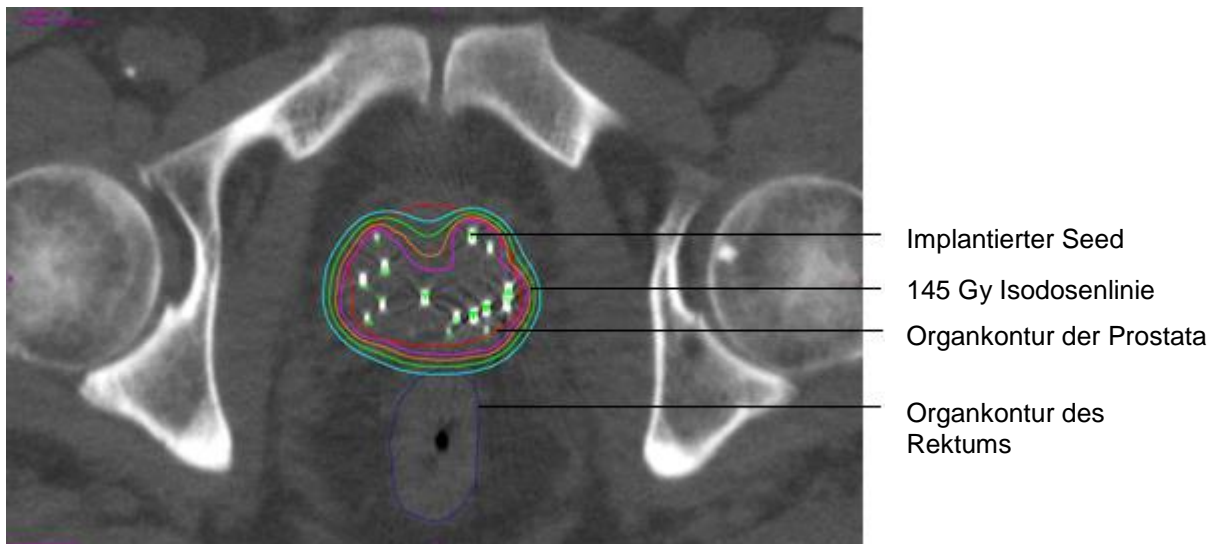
Darstellung der Dosisverteilung in der Prostata mittels Isodosenlinien im CT
